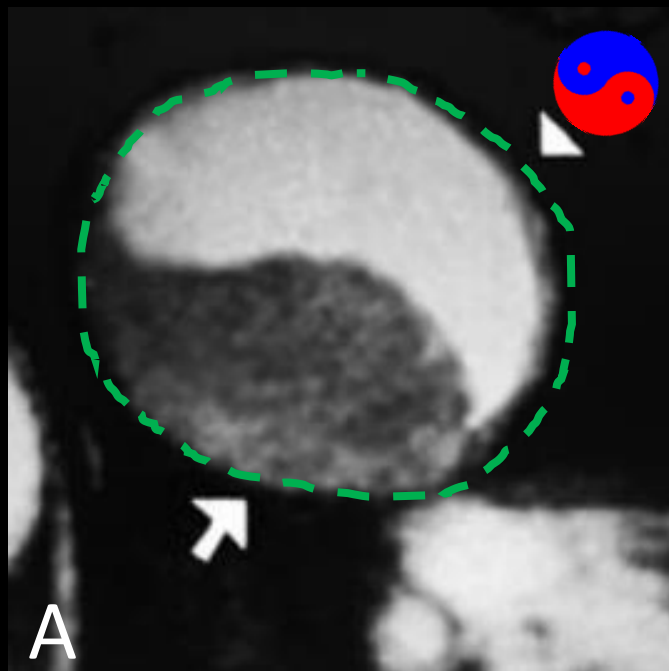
Sinal clássico do Yin-Yang (único) ao estudo de Tomografia Computadorizada contrastada. Imagem do artigo original. Lupattelli, T. The Yin-Yang Sign. Radiology, vol. 238, n.3 – mar 2006, página 1070.
